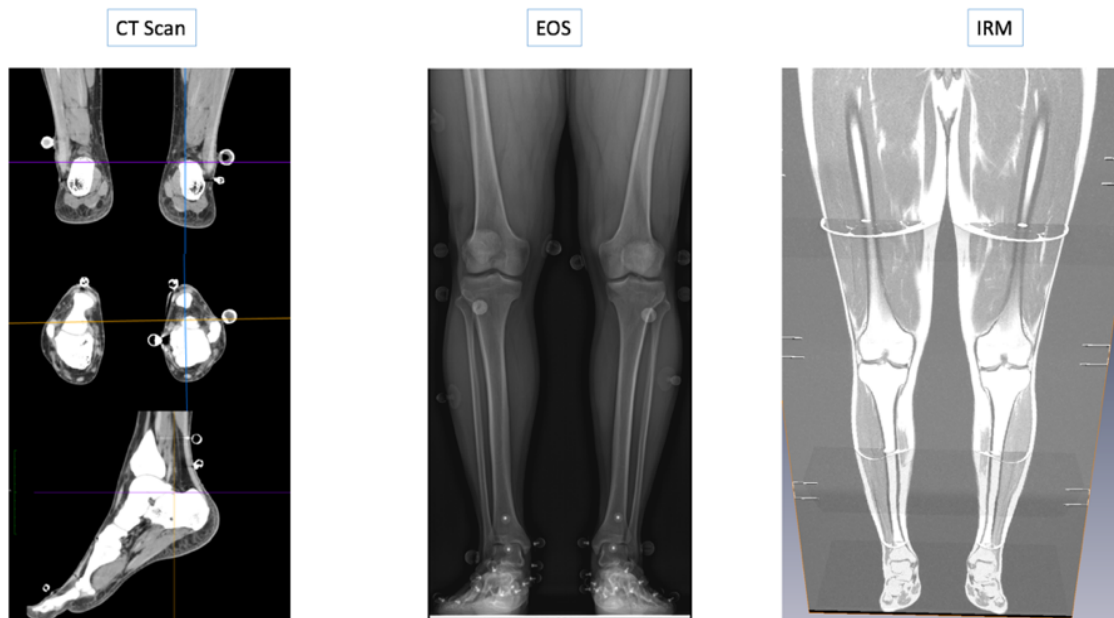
Acquisition du membre inférieur par CT Scan, EOS, et IRM. Les boules blanches visibles sur le CT Scan et l'EOS correspondent à des marqueurs cutanés utilisés pour l'analyse du mouvement.
